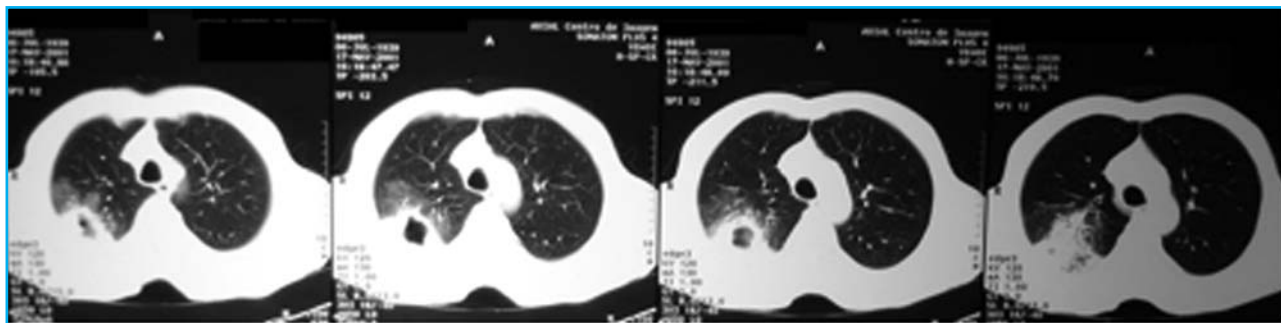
Tomografia computadorizada helicoidal e de alta resolução de tórax - presença de extenso foco de consolidação alveolar com broncograma aéreo, localizada em lobo superior direito, com halo de opacidade em vidro fosco circundante e grande área de escavação central.
